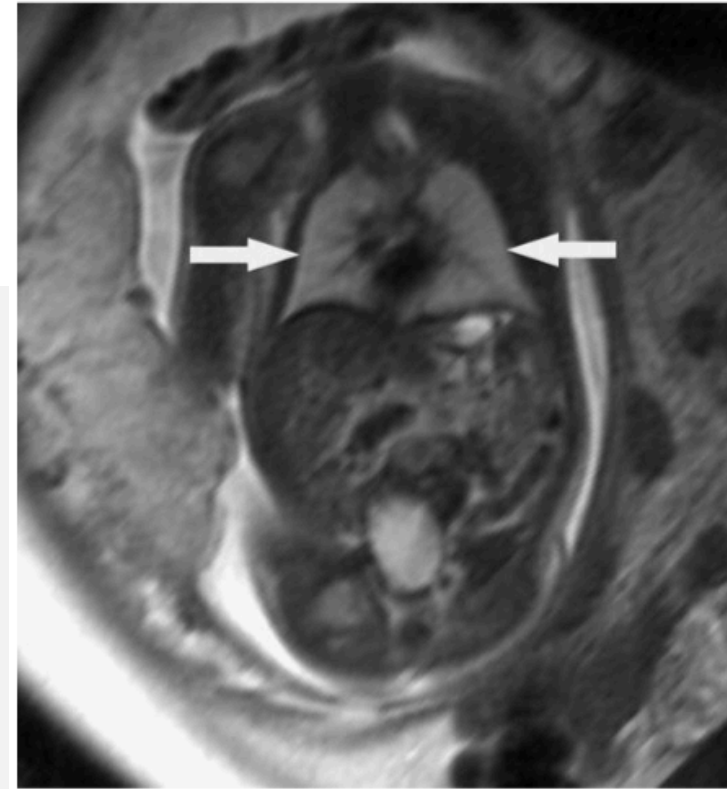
Magnetic resonance imaging (MRI) obtained in a 29-year-old pregnant woman at 30 weeks' gestation in whom detailed prenatal ultrasound depicted a normal fetal chest and fetal abdomen; MRI was performed because placenta accreta was suspected. Coronal single-shot rapid acquisition with relaxation enhancement (T2-weighted MR image 8/90, 4-mm section) of the fetal chest and fetal abdomen shows lungs (arrows) with high signal intensity. Use of this sequence facilitated easy identification of the lungs and planimetry. (From Williams G, Coakley FV, Qayyum A, et al: Fetal relative lung volume: quantification by using prenatal MR imaging lung volumetry. *Radiology* 233:457, 2004.)
